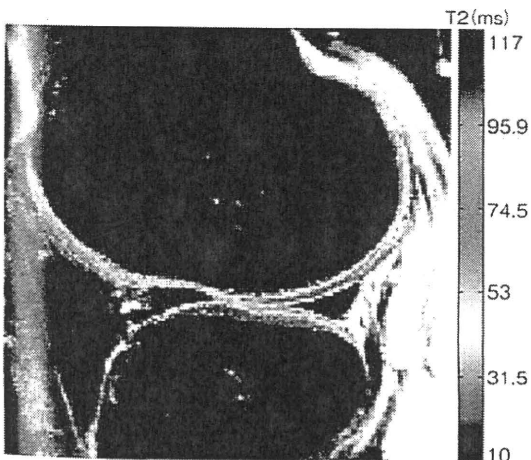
1.5T MRIでの正常例T2マッピング(外側矢状断面像)
